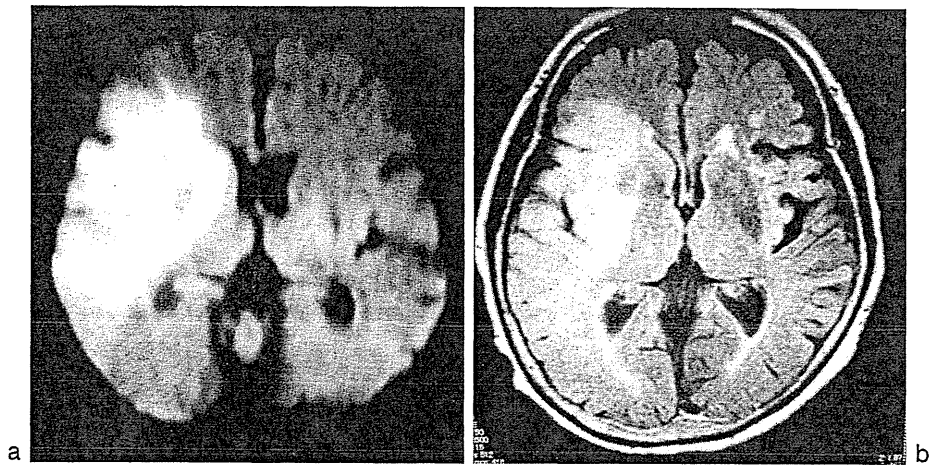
頭部 MRI, 拡散強調画像(第2病日), b 頭部 MRI, FLAIR 画像(第2病日)
